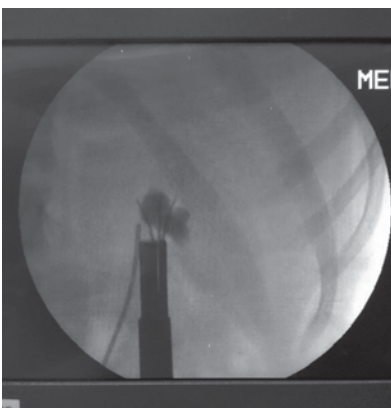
Видалення фрагментів конкремента під поліпозиційним рентгеноскопічним контролем
